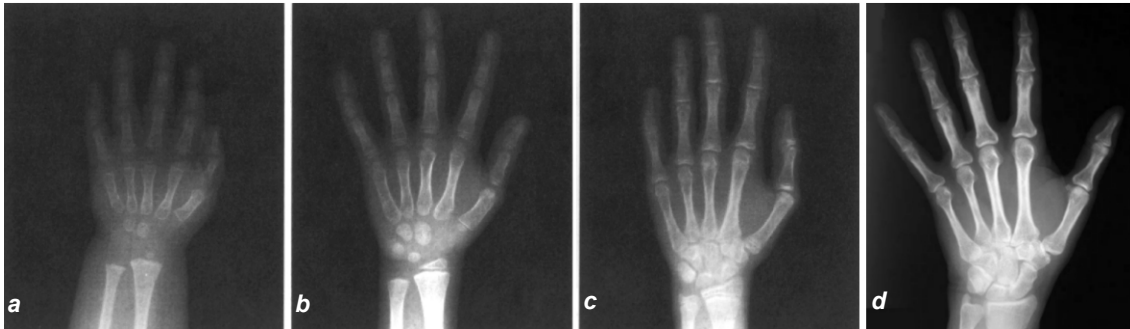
a-d: Röntgenaufnahmen der Mittelhandknochen a eines 1 ½-jährigen, b eines 4-jährigen, c eines 14-jährigen Jungen [59] und d eines männlichen Erwachsenen [72]. An der Hand ist die Entwicklung der Knochenreife durch Beurteilung des Verknöcherungsgrades wegen der großen Anzahl knöcherner Strukturen mit Hilfe einer Röntgenuntersuchung leicht zu erfassen. Hierbei wird jeweils die ganze linke Hand geröntgt.
